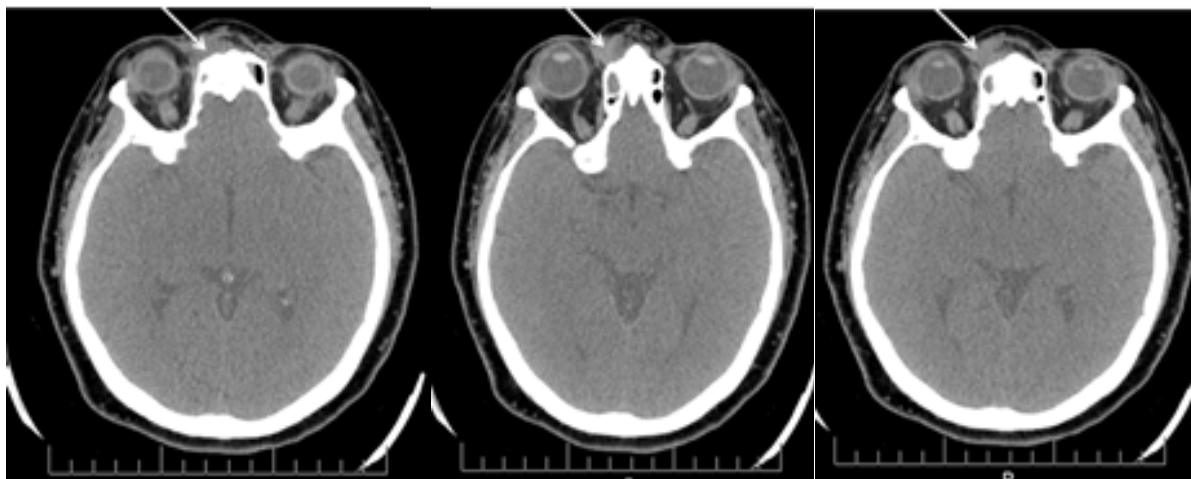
МСКТ признаки инфильтрата (объемное образование?) в мягких тканях параорбитально-носовой области справа.
